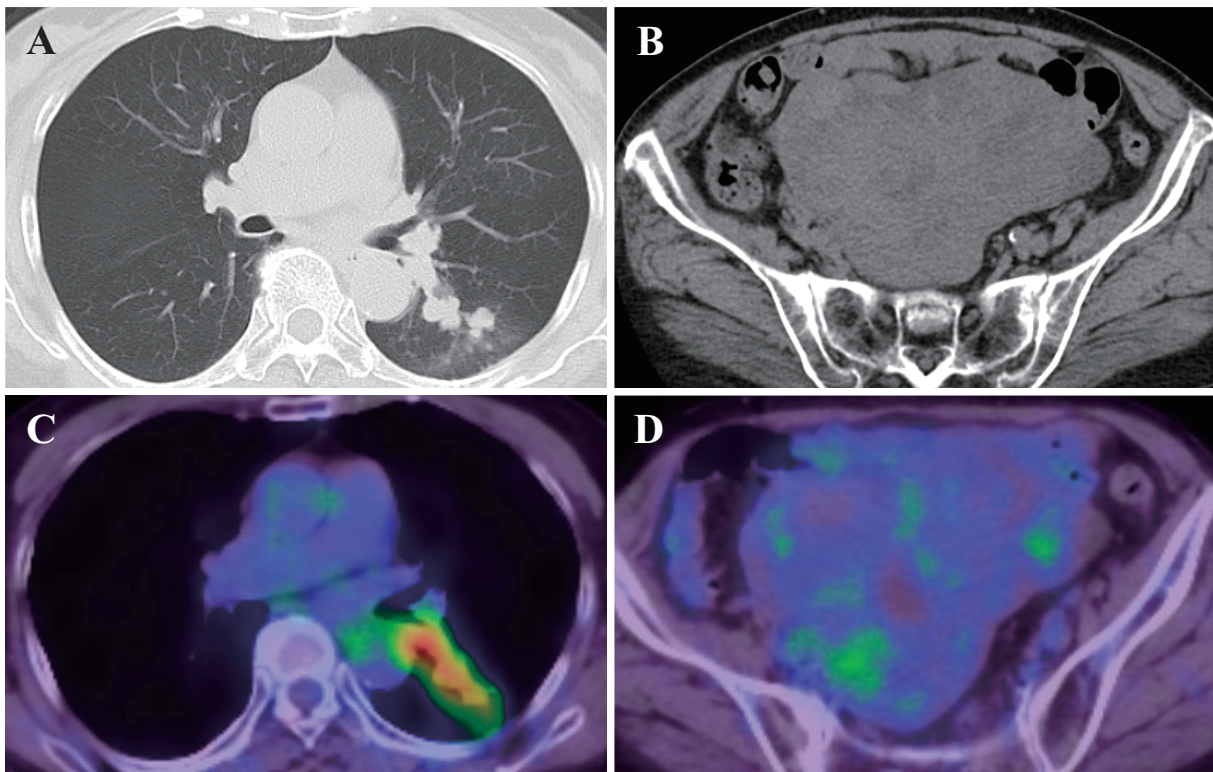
Chest CT showed a mass in the left S⁶ (A) and ovarian tumor (B). PET/CT demonstrated a high uptake at the mass in the left S⁶ (C) and a low FDG uptake in ovarian tumor (D).
